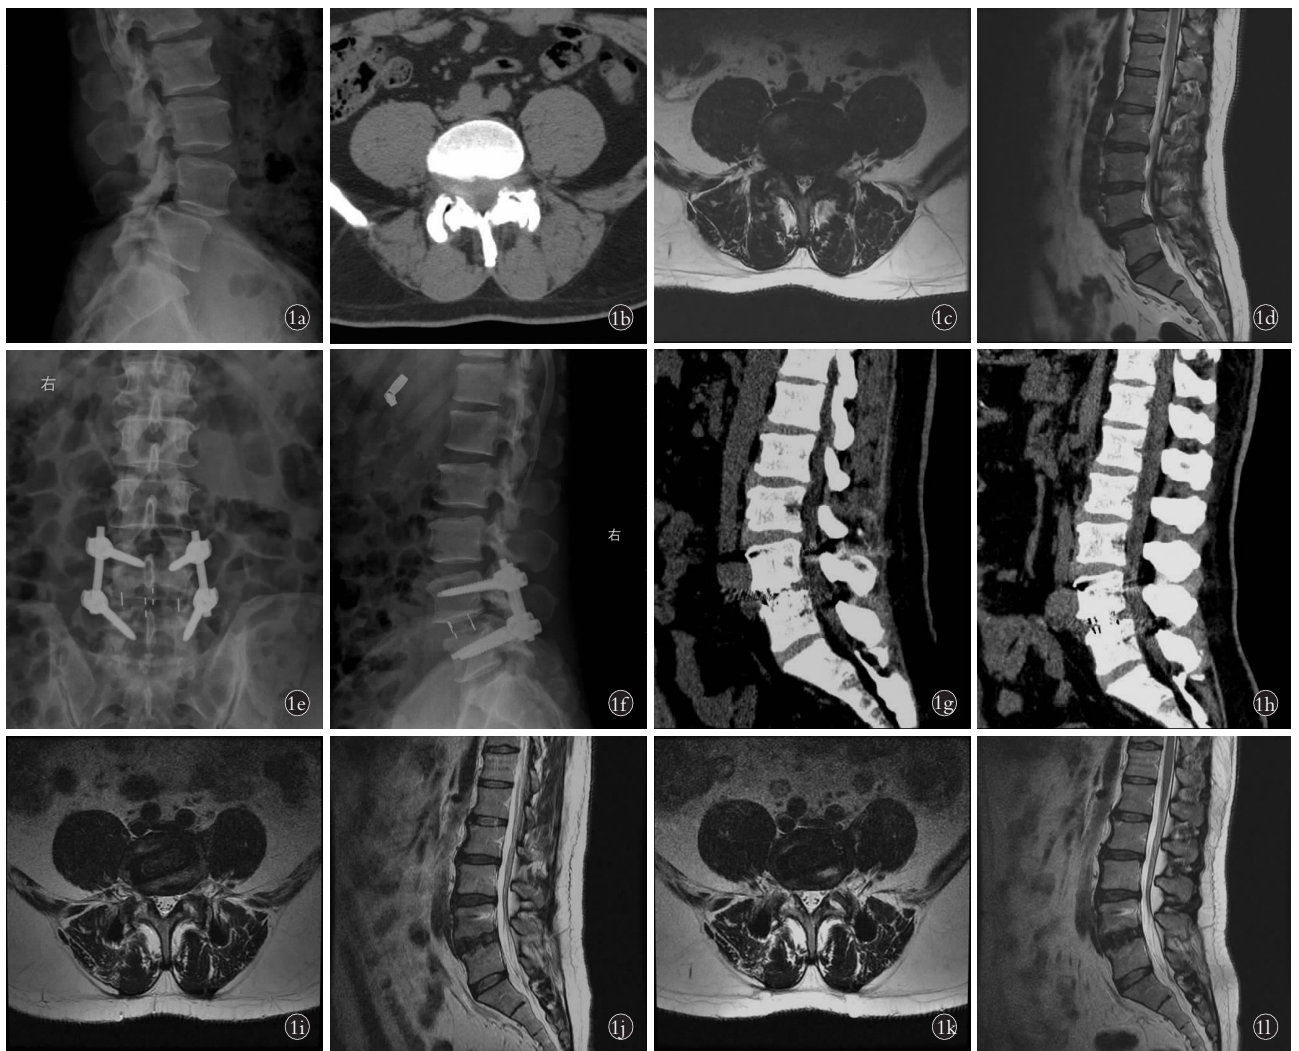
患者, 男, 51 岁, L₄ 腰椎滑脱 1a. 术前腰椎侧位 X 线片示 L₄ 椎体滑脱, 椎管狭窄 1b. 术前 CT 示腰椎滑脱及椎管狭窄 1c, 1d. 术前 MRI 示腰椎滑脱及椎管狭窄 1e, 1f. 术后 CR 片示滑脱复位固定良好, 椎间融合器位置良好 1g. 术后 6 个月 CT 重建示椎间部分融合 1h. 术后 12 个月 CT 重建示椎间骨性融合 1i, 1j. 术后 6 个月 MRI 示椎管面积、腰椎滑脱恢复良好 1k, 1l. 术后 12 个月 MRI 示椎管面积进一步改善, 腰椎滑脱复位良好
